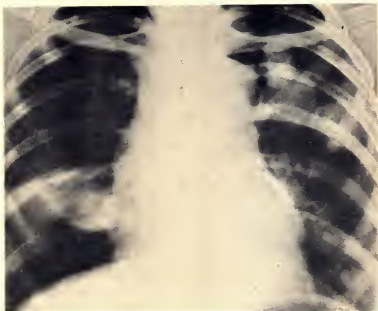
Рентгенограмма легких. Метастазы хорионэпителиомы больших размеров в обоих легких.
